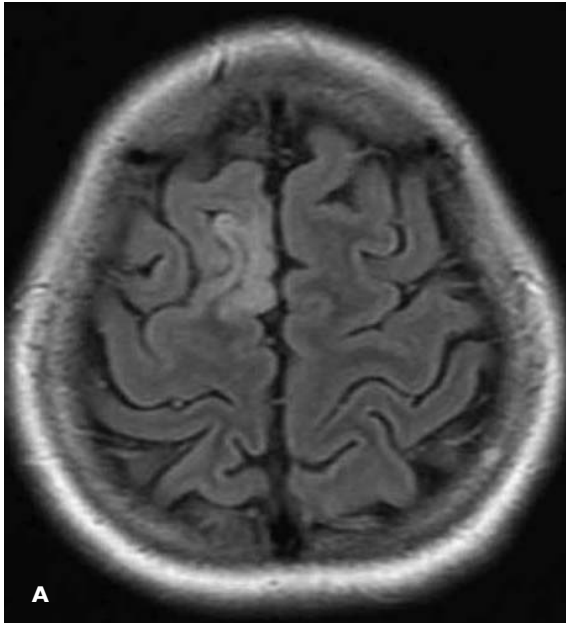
Imágenes con cambios leves. A) Obtenida en secuencia T2 FLAIR sin Gd. B) Con gadolinio, se identificó cambio que fue considerado leve en la comparación
